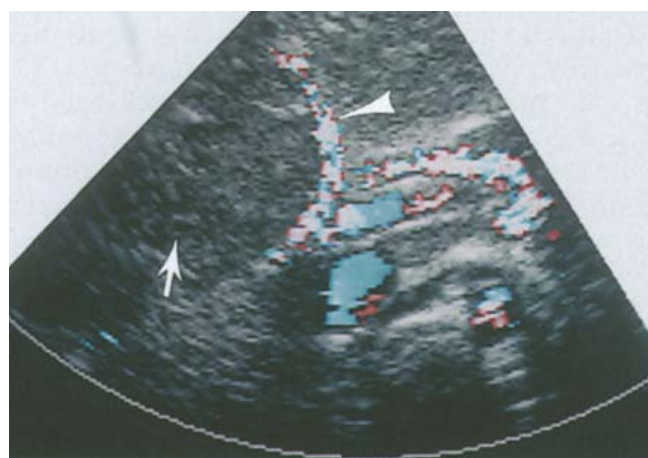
Hépatoblastome chez un enfant de 22 mois, découvert fortuitement lors d'une échographie rénale, masse tissulaire hypoéchogène hétérogène avec vascularisation périphérique [12].
